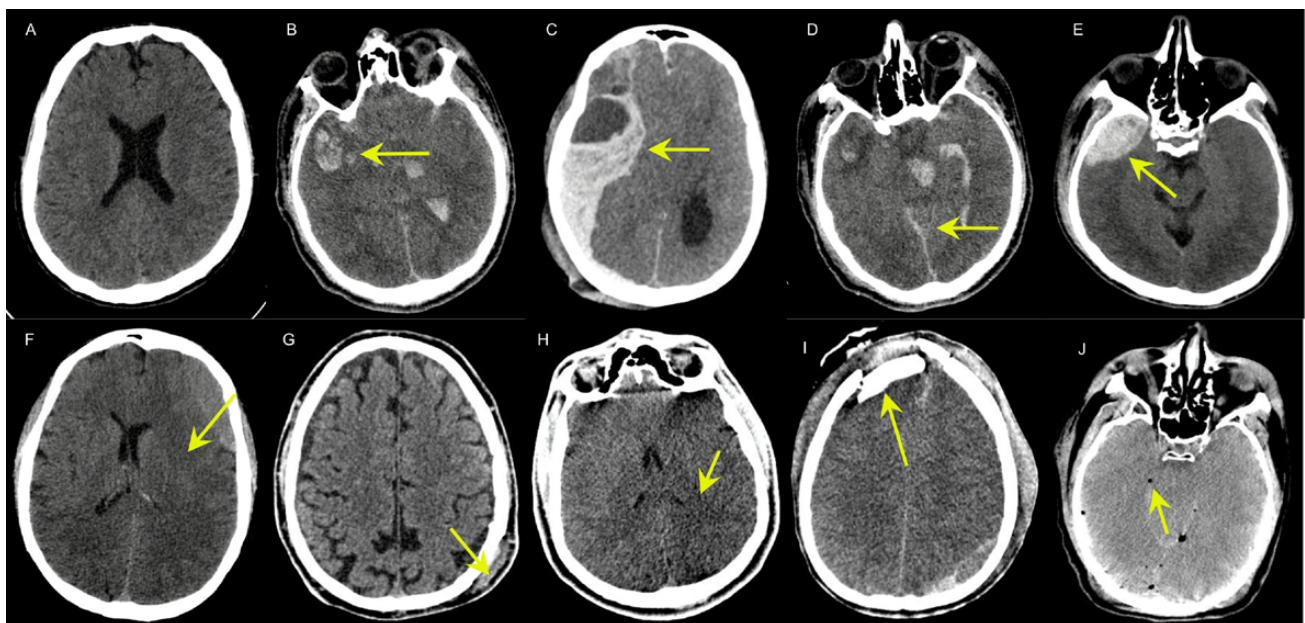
Hallazgos de tomografía computarizada (TC) de cráneo posterior a un traumatismo intracranial.
